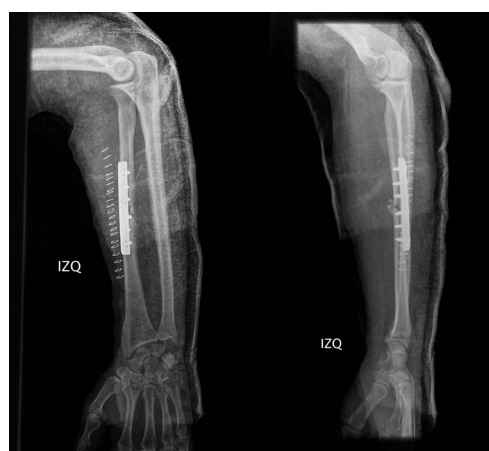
Imágenes de radiografía simple postquirúrgicas donde se observa una buena alineación de los fragmentos, reducción del codo y buena congruencia radiocubital distal.
